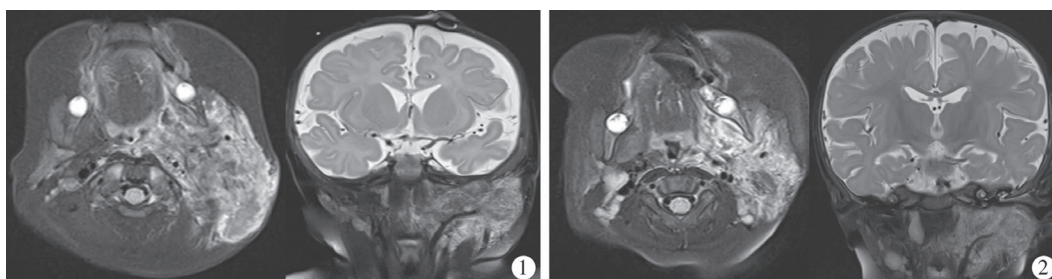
第 7 例 KM 综合征患儿左侧腮腺区血管瘤介入栓塞术前 MRI 图片; 图 2 第 7 例 KM 综合征患儿左侧腮腺区血管瘤介入栓塞术后 3 个月 MRI 图片
